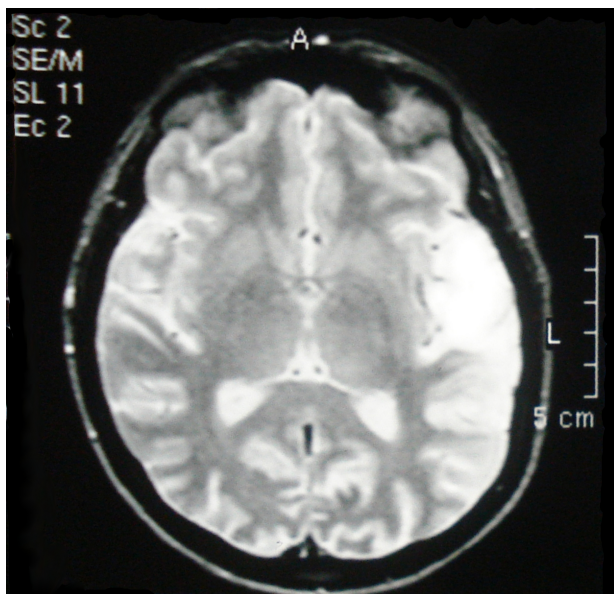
Пацієнтка Б., 32 роки. Гострий менінгоенцефаліт. За даними МРТ головного мозку в лівій лобно-скроневій долі виявлено вогнище запалення. У лікворі виявлено HSV 1/2 (ДНК) + CMV IgG
